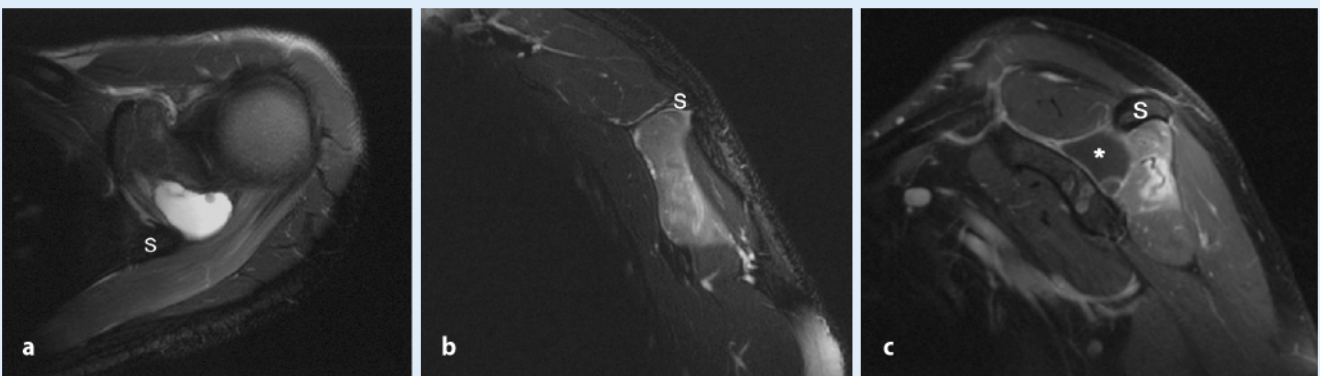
c ▲ Magnetresonanztomographie der linken Schulter. a Axiales fettunterdrücktes T2-gewichtetes FSE-MR-Bild (TR/TE 4540/88 ms, ETL 8) in Höhe der mit S markierten Spina scapulae; b parasagittales fettunterdrücktes T2-gewichtetes FSE-MR-Bild (TR/TE 5120/92 ms, ETL 8) in Höhe mediales Drittel Spina scapulae (S); c parasagittales fettunterdrücktes kontrastverstärktes T1-gewichtetes SE-MR-Bild (TR/TE 440/20 ms)
